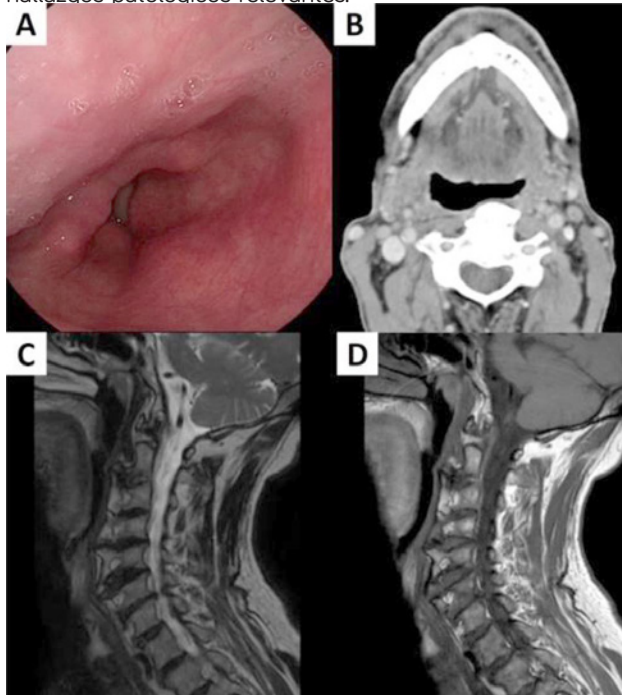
Imagen de fibrolaringoscopia (A): se muestra el abombamiento de la pared faríngea posterior a nivel del esfínter velofaríngeo, con un diámetro antero posterior faríngeo reducido. TAC cervical en plano axial (B) y RM en secuencia T2 (C) y en secuencia T1 (D): se observa hiperostosis cervical anterior, más marcada a nivel de C4-C5-C6.
